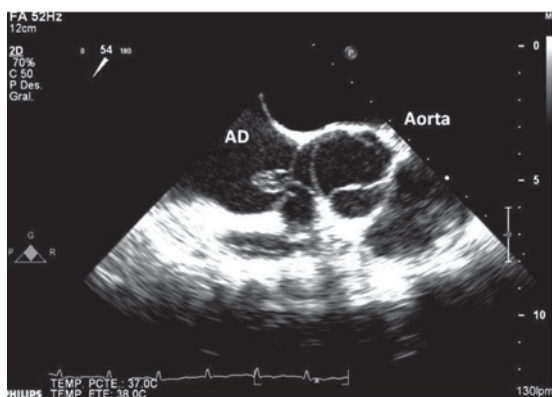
Aneurisma del seno de Valsalva no coronario con ruptura a aurícula derecha. Vista ecocardiograma transesofágico bidimensional (AD: aurícula derecha).
